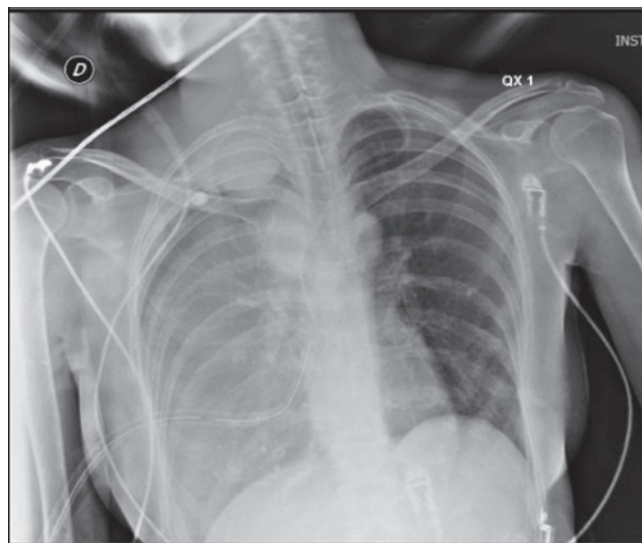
Radiografía portátil de tórax, muestra hemotórax derecho.
